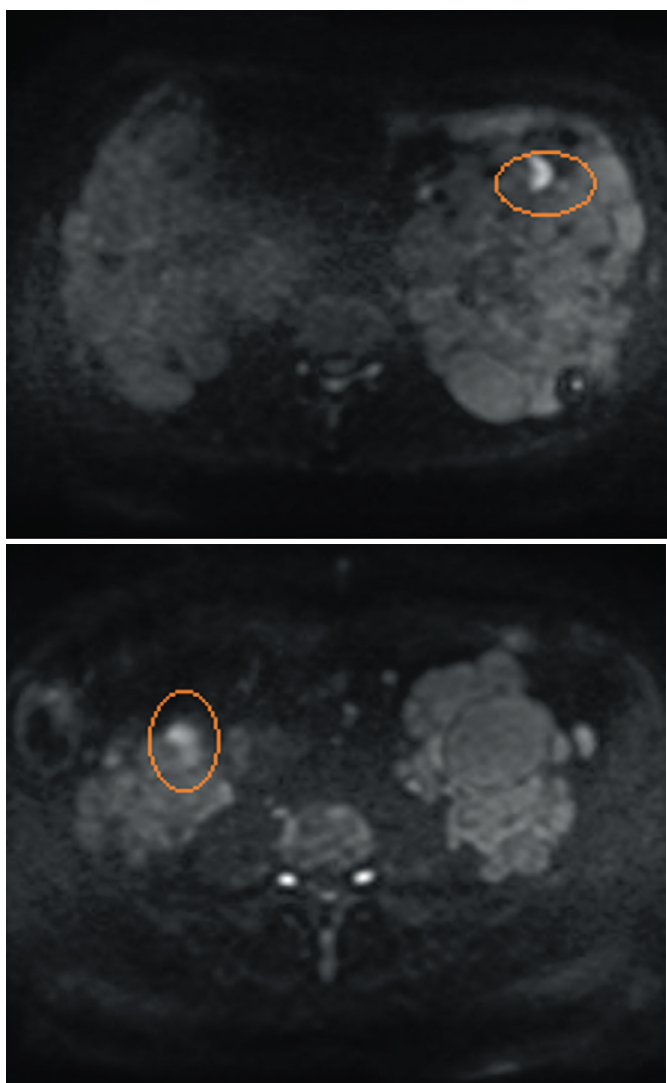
Примеры МРТ-ДВИ, случайно выявленные единичные кисты, в которых не исключается наличия инфицированного содержимого (обведено)
